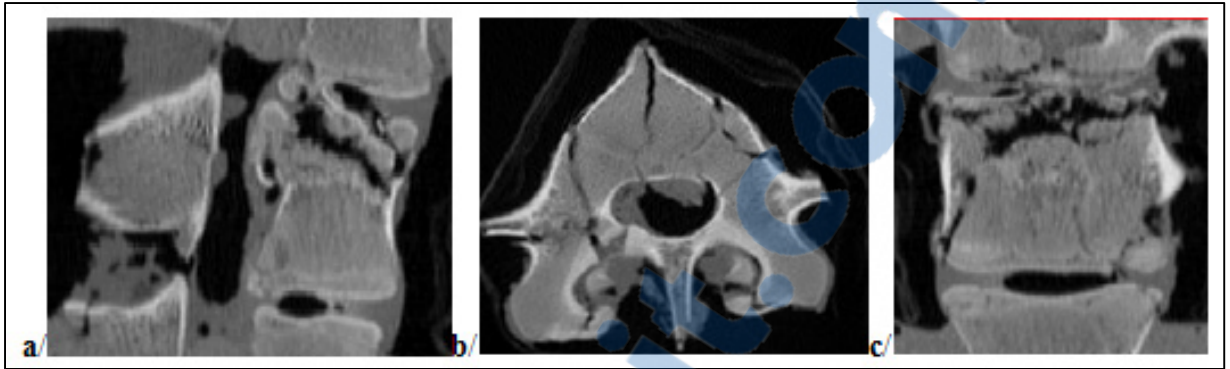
Images TDM de la vertèbre fracturée du spécimen 2 :
